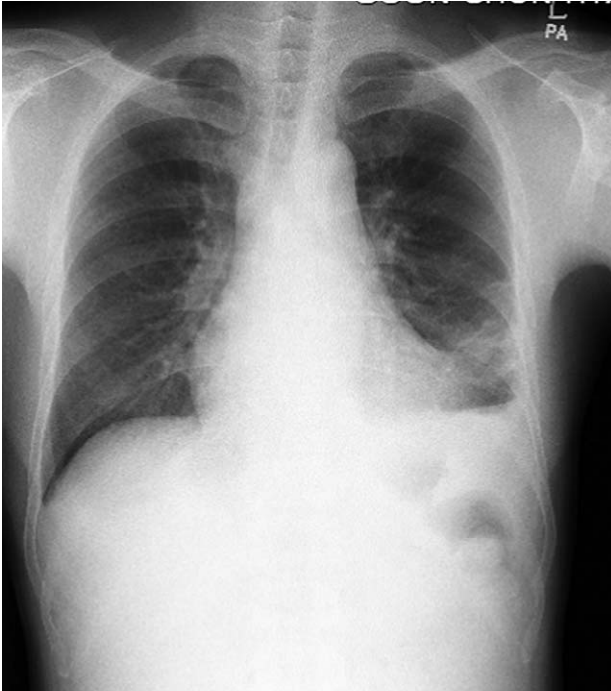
Chest x-ray image taken on admission shows increased peribronchial opacities on left lower lobe and left costophrenic angle blunting.
